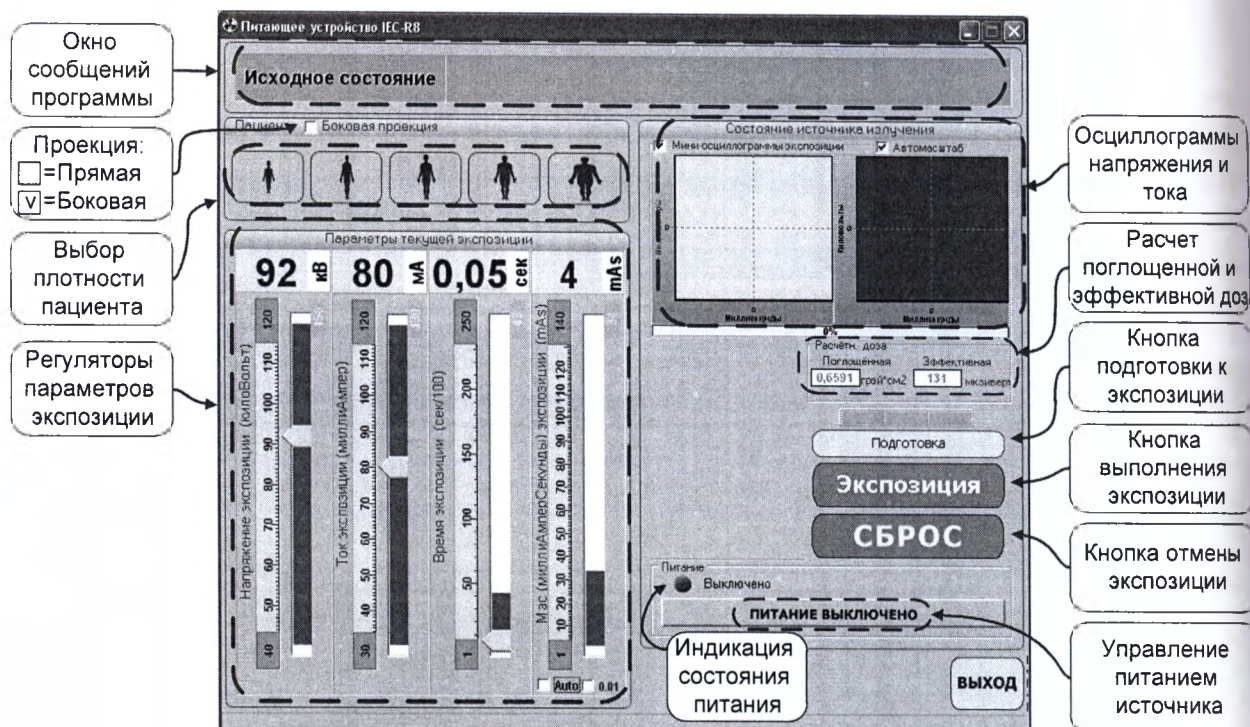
Форма управления рентгеновским питающим устройством и ее компоненты
